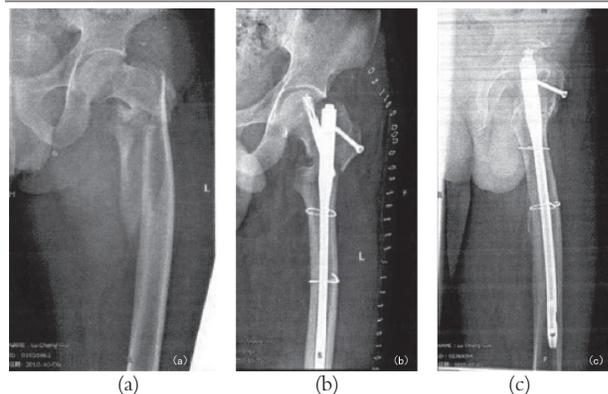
PFNA内固定术后X线片(男, 49岁, 高能量损伤股骨转子下闭合性骨折)
